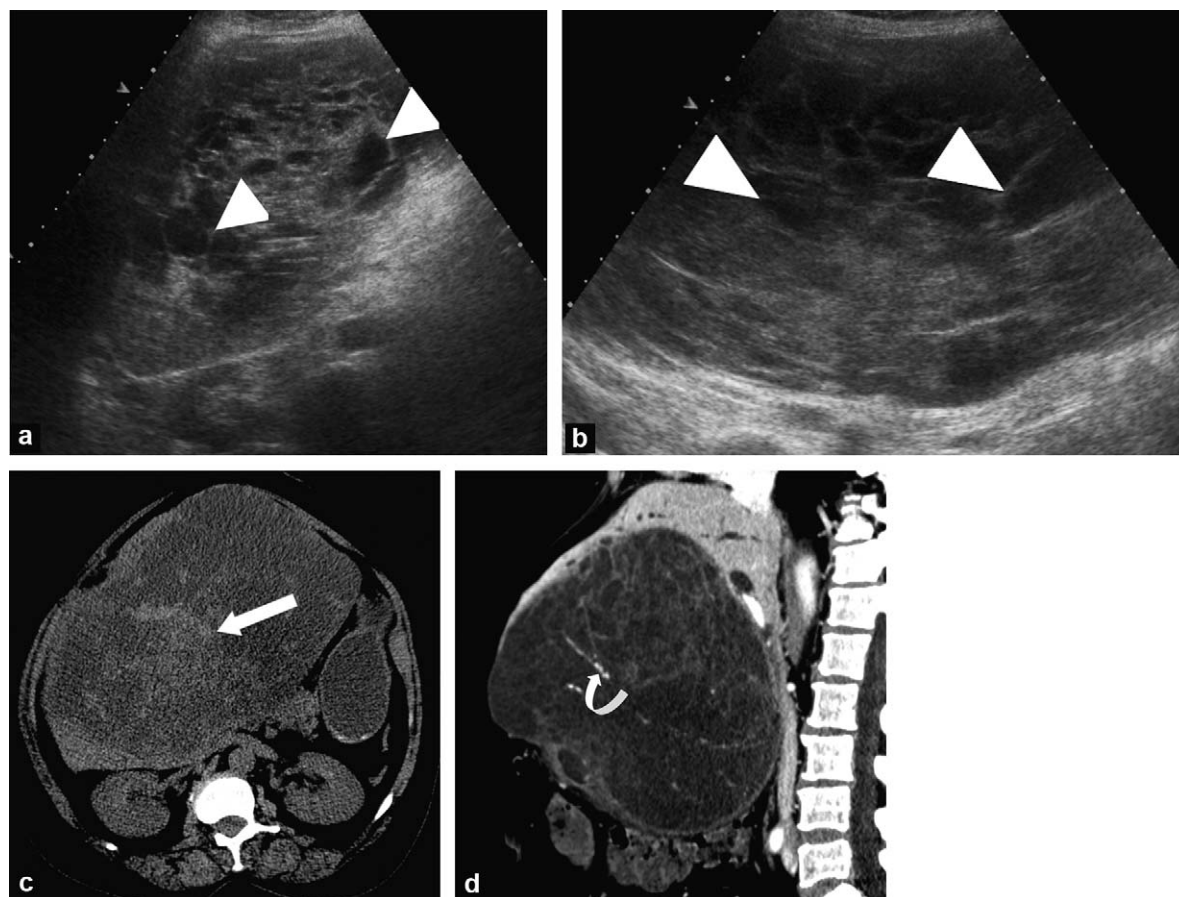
a : échographie : coupe transversale, tête de flèche : multiples lésion hypoéchogènes au sein d'une lésion tumorale solide isoéchogène ; b : échographie : coupe longitudinale, tête de flèche : multiples lésion hypoéchogènes au sein d'une lésion tumorale solide isoéchogène ; c : scanner : coupe axiale sans injection de produit de contraste, flèche : remaniements hémorragiques spontanément hyperdenses au sein de la portion tissulaire tumorale ; d : scanner coupe sagittale après injection de produit de contraste, flèche courbe : artères intratumorales.
